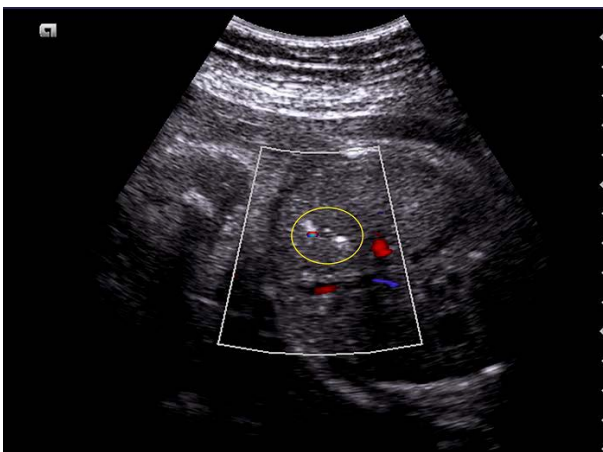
Corte axial de abdomen, con Doppler color, donde se observa, en círculo amarillo, la silueta de la vesícula biliar con múltiple contenido hiperecogénico, sin sombra acústica posterior, con artefacto Doppler color de centelleo posterior indicando la existencia de microlitiasis intraluminal. Gestación de 37,4 semanas.
